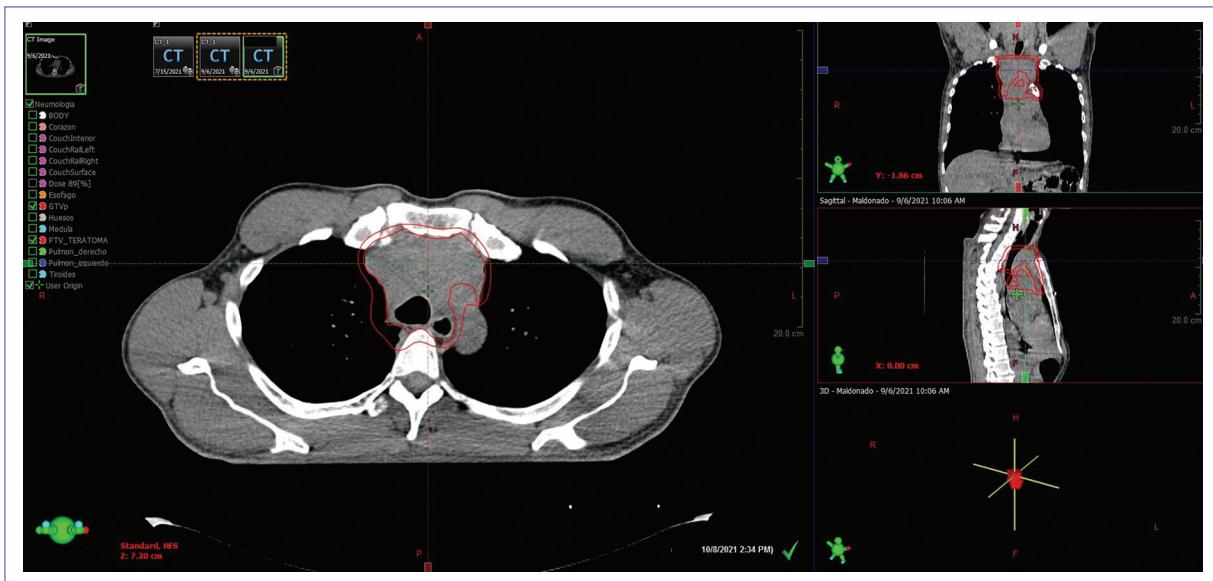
Tomografía computarizada simple de tórax de planeación de radioterapia de octubre del 2021 correspondiente con contorno de volumen de tratamiento, en la cual se observa tumoración mediastinal de densidad tejidos blandos, con ensanchamiento mediastinal en eje lateral.
